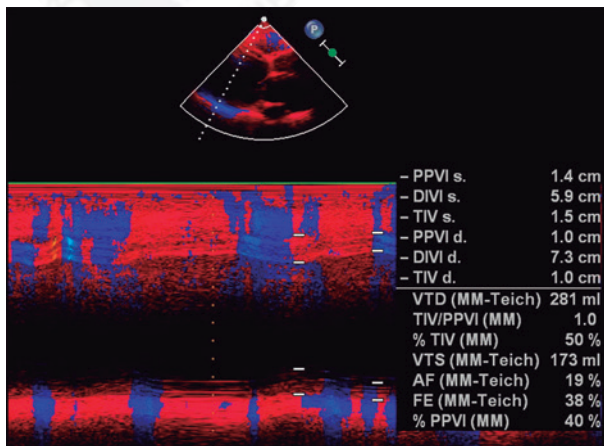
Aumento severo del diámetro diastólico del ventrículo izquierdo. Se utilizó el modo M del Doppler tisular.
